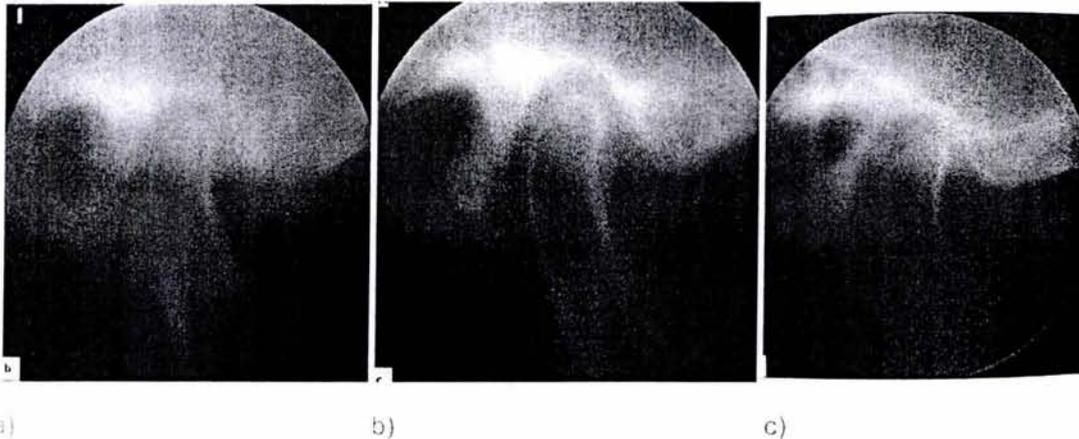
Tomografía de la ATM normal en las porciones a)lateral, b)central y c)medial. ⁽¹⁷⁾
